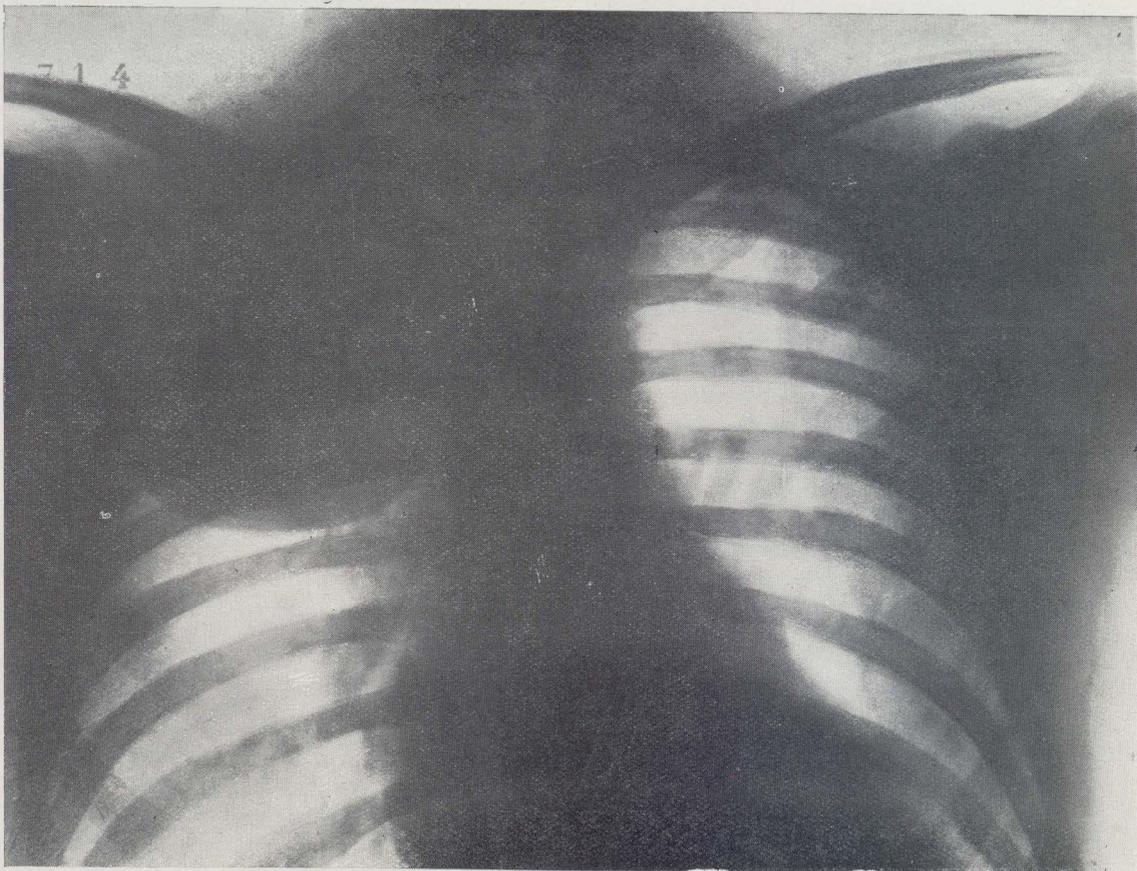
Radiografía mostrando la falsa imagen quística de un cáncer del pulmón.
